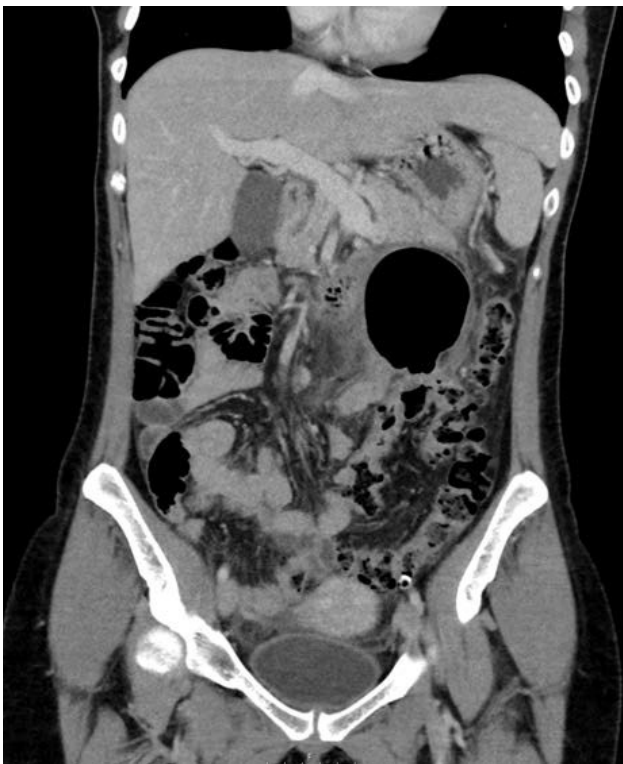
Tomografía computada en la que se aprecia el "signo del Globo". Una gran burbuja área de paredes fina. Sin que se aprecie continuidad con la luz del colon.
